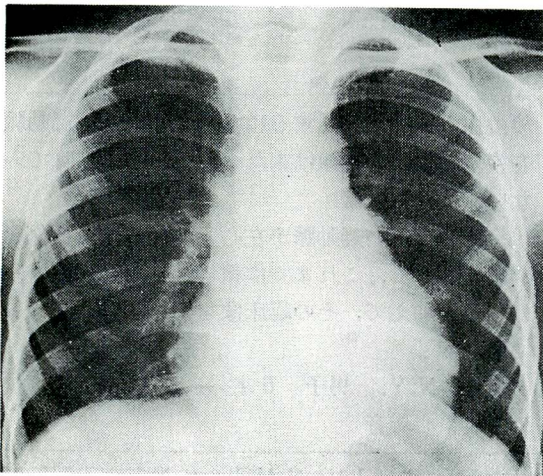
A roentgenogram of the chest demonstrating moderate cardiac enlargement and normal pulmonary vascularity
